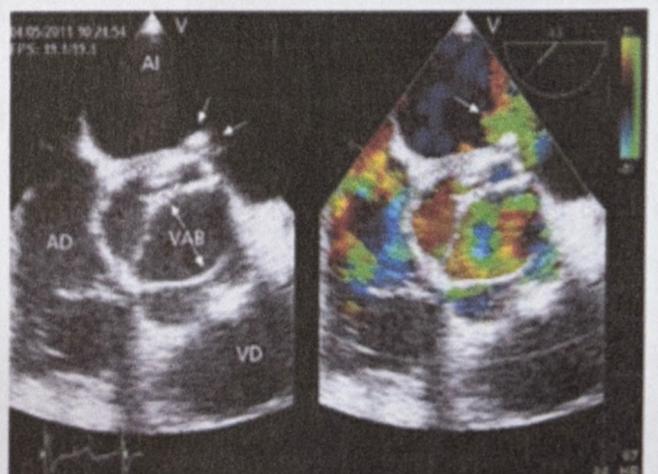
Ecocardiograma transesofágico. Endocarditis aórtica.
